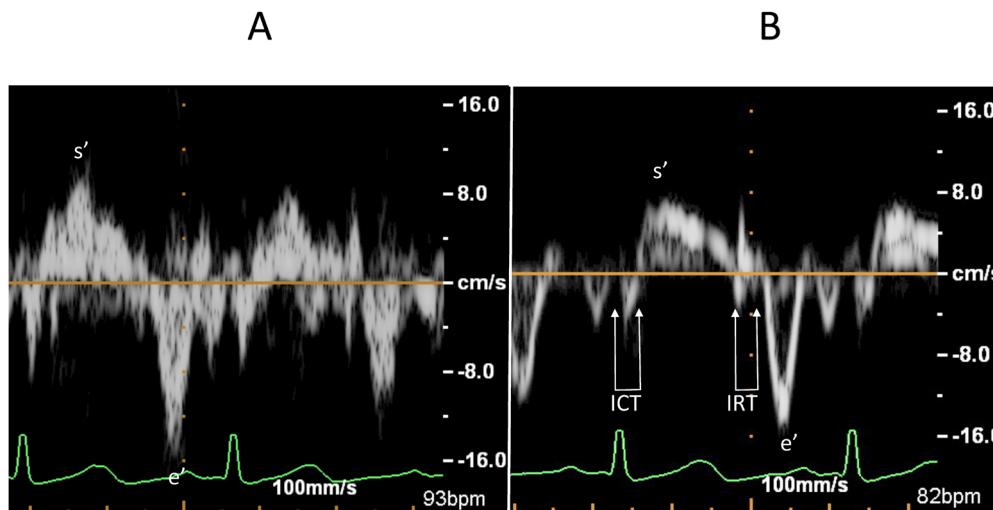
Inadequate and adequate recordings of tissue Doppler imaging
